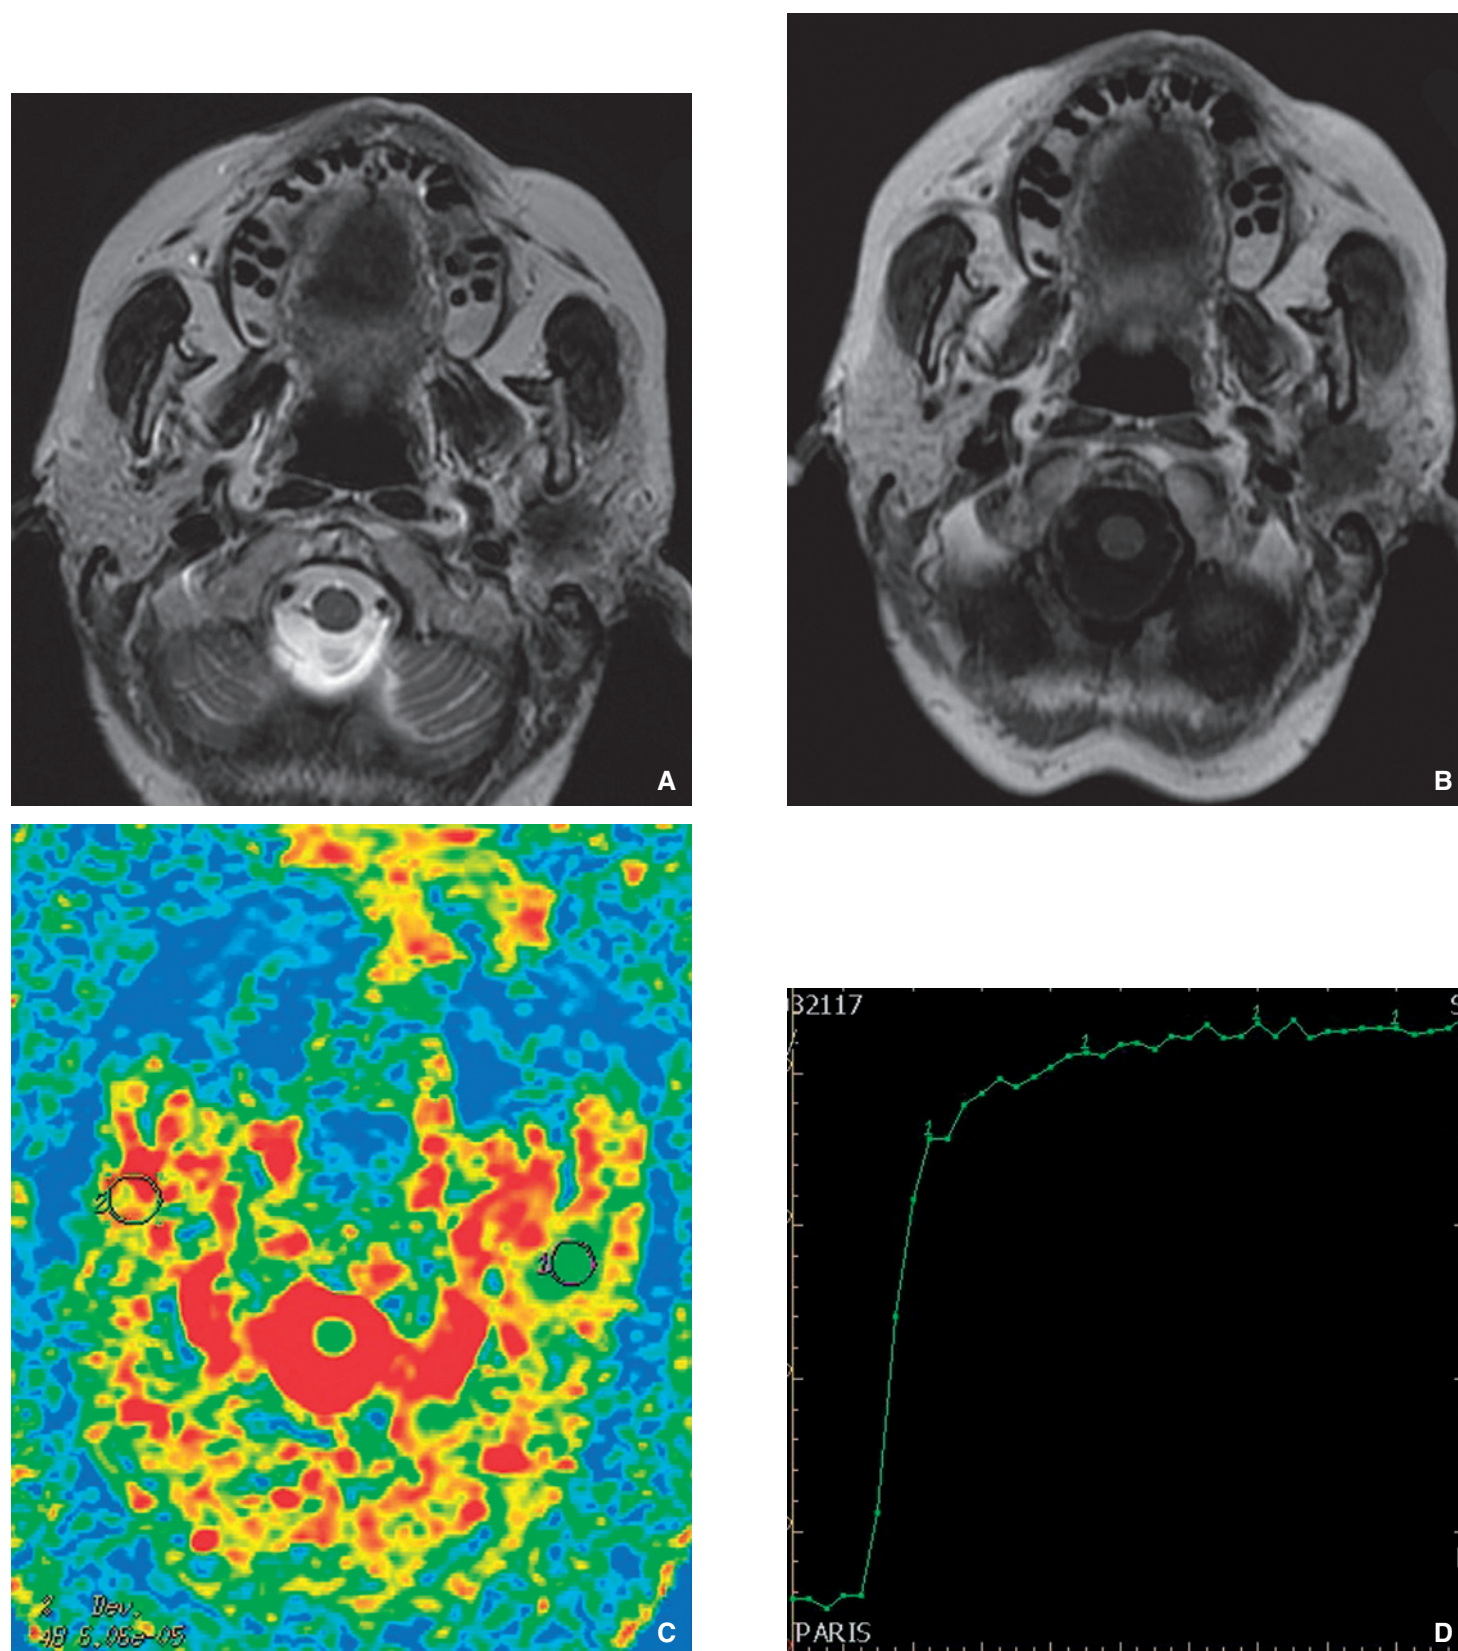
Imagerie par résonance magnétique (IRM) d'un carcinome épidermoïde hautement agressif. La lésion touche le pôle inférieur de la parotide gauche et s'étend à son lobe profond, sans envahissement du ramus mandibulaire. La lésion est en franc hyposignal T1 et T2 ; elle apparaît infiltrante avec des contours irréguliers. En pondération de diffusion, il existe un rapport du coefficient de diffusion apparent (ADC) très abaissé. L'analyse de la courbe de perfusion du produit de contraste dans la tumeur montre un pic précoce et un plateau ascendant de type C.
